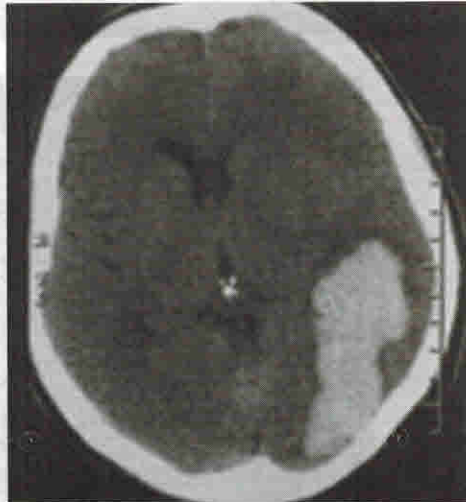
КТ: ВМК левой затылочной и теменной долей
